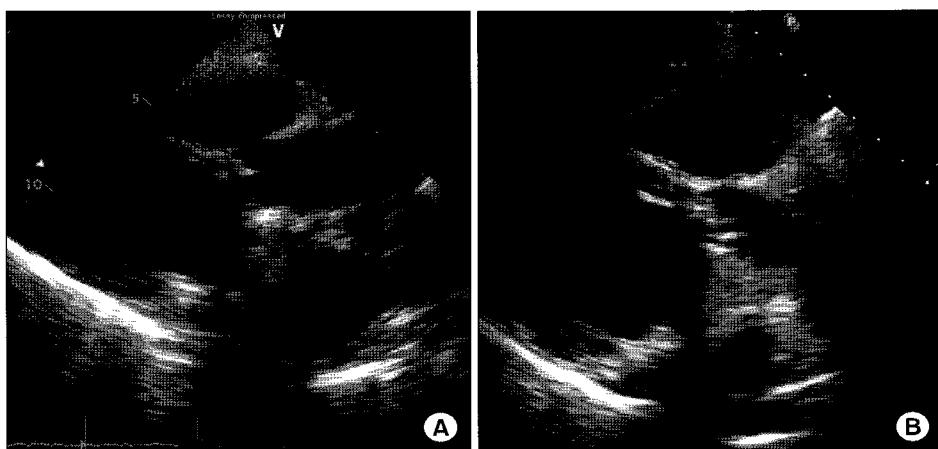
(A) Preoperative 2-D echocardiogram shows pseudoaneurysm in aortic root and vegetation attached to mitral valve. The paravalvular defect was located at the Aortomitral continuity. (B) Postoperative 2-D echocardiogram shows no paravalvular leakage or evidence of recurrent prosthetic valve endocarditis.
